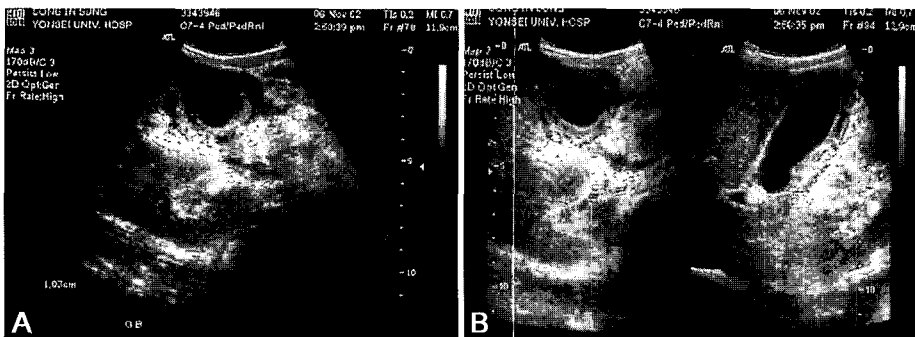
Initial abdominal sonography shows gallbladder(GB) wall thickening of 10.3 mm and distention of the GB to 8.7 cm longitudinally and 3.2 cm transversely in diameter.
